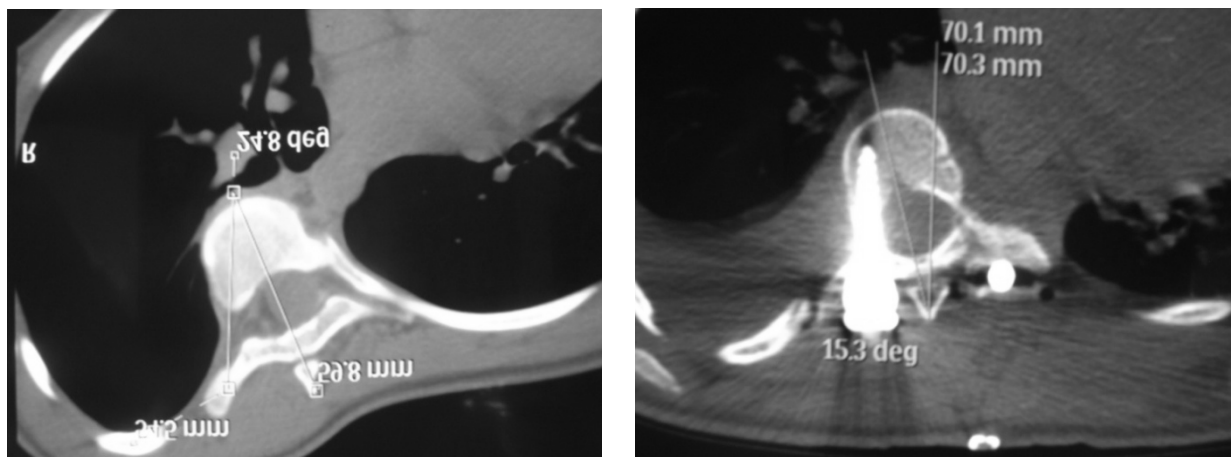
Компьютерная томография: измерение ротации апикального позвонка по методике Aaro S., G. Ohlen (1983), относительно передней срединной линии и относительно сагиттальной плоскости до и после хирургического лечения
